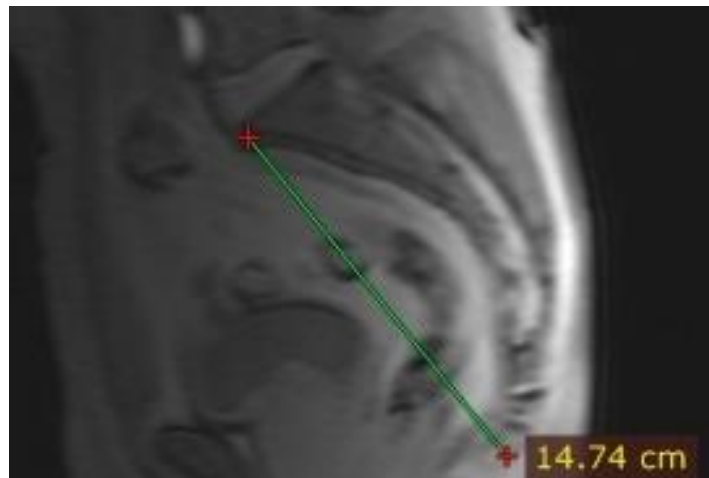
МРТ малого таза, сагиттальный срез. Внутренняя длина крестца 14,74 см
